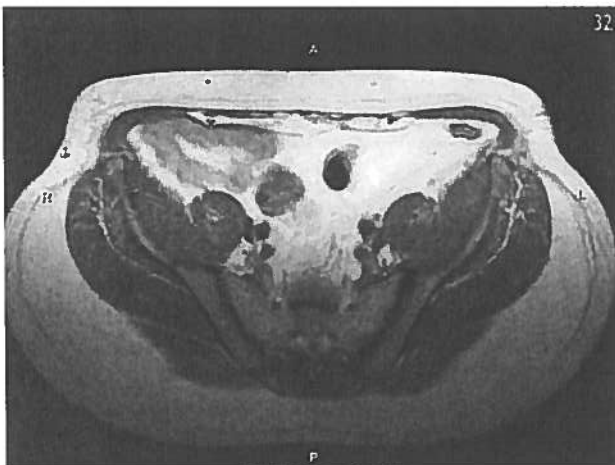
◀ Präoperative Magnetresonanztomographie in Bauchlage: Atrophie der Muskulatur im Unterbauch, narbig veränderte Anteile des M. rectus abdominis beidseits und des M. obliquus abdominis links ab 9,5 cm infraumbilikal, Narbenhernie im linken Unterbauch
